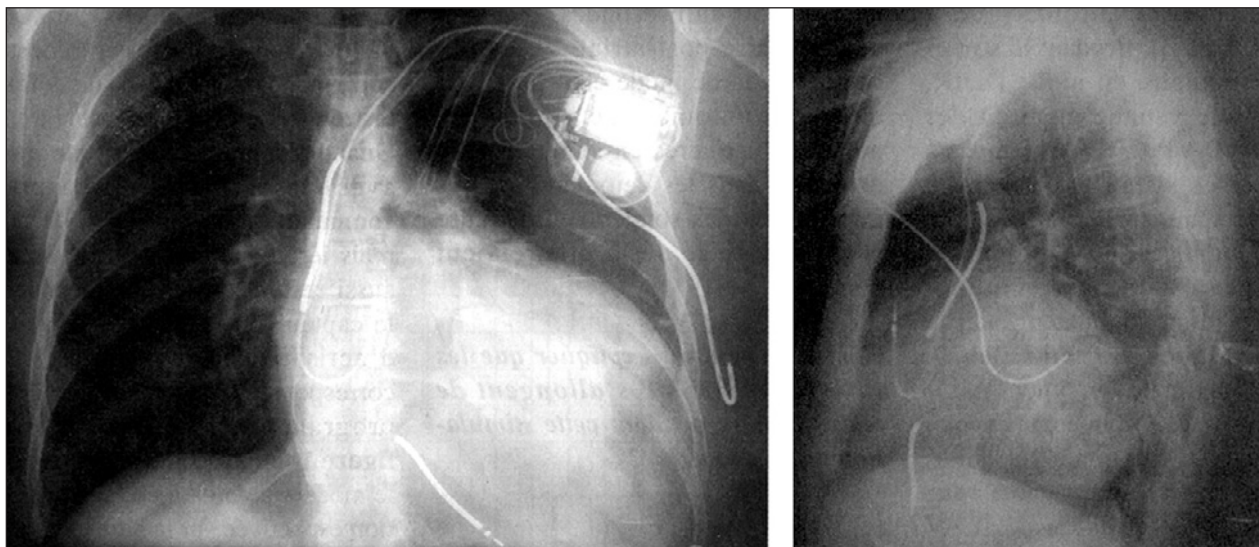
Radiografia em AP do tórax e perfil após o implante de um *coil* sub-cutâneo suplementar.
